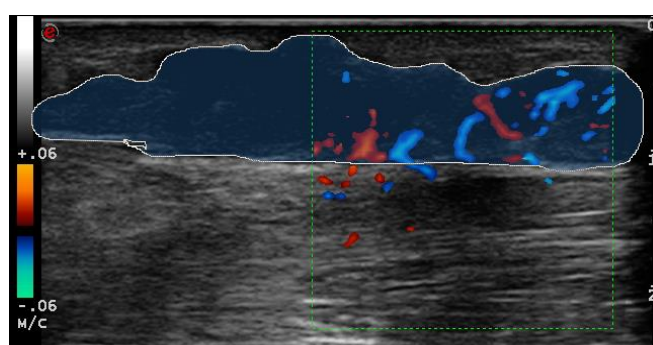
УЗИ мягких тканей правой голени с цветным доплеровским картированием до начала лечения
